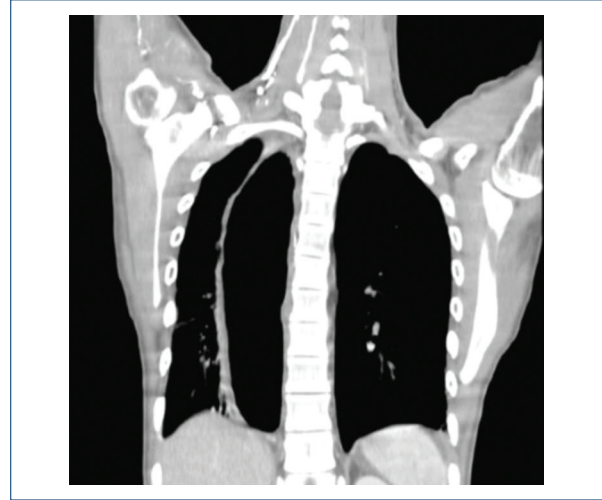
Se muestra reconstrucción coronal de TAC a nivel torácico, donde se observa dilatación importante de estómago intratorácico.
